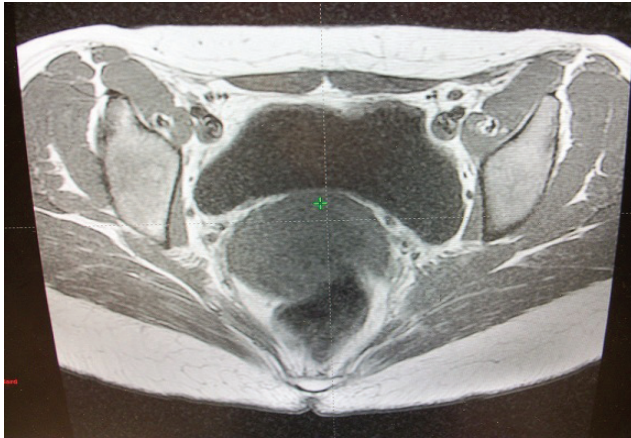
RMN de Pelvis (22/09/2010) c/ contraste con evidencia de enfermedad e infiltración de órganos adyacentes.
